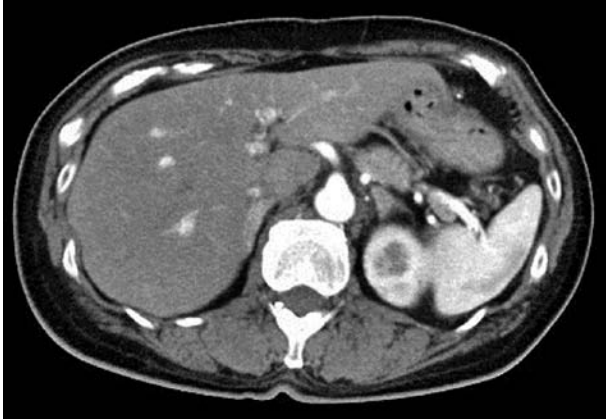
Abdominal computed tomography showed a mass lesion of 7 mm in the left renal hilum part.
